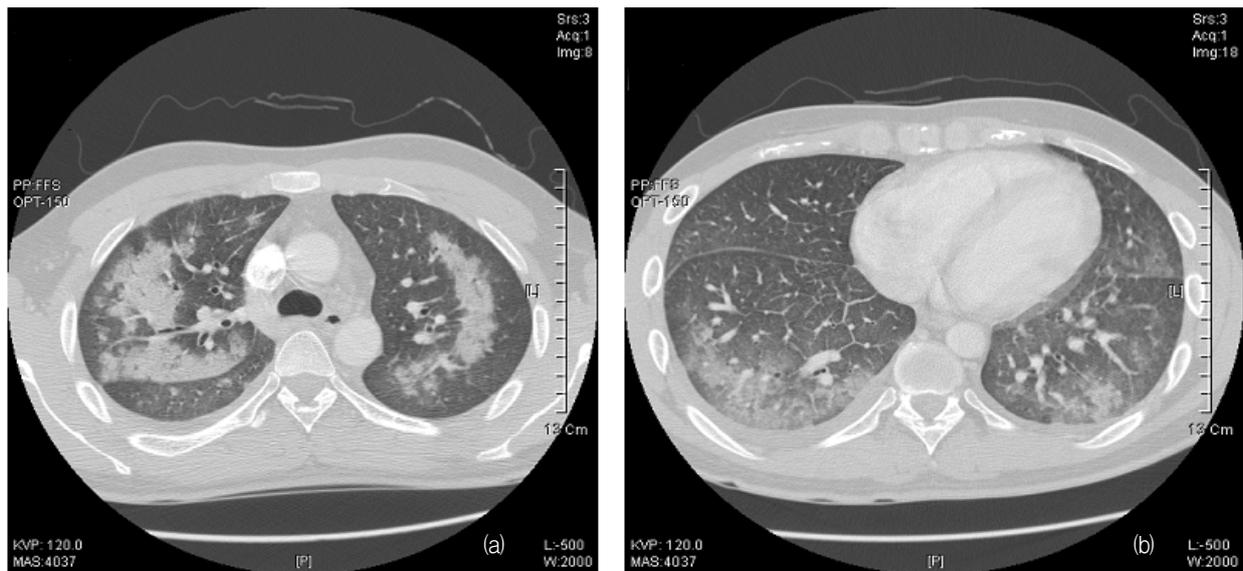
CT scan on third hospital day showing diffuse ground glass opacity in both upper (a) and lower lung field (b).
